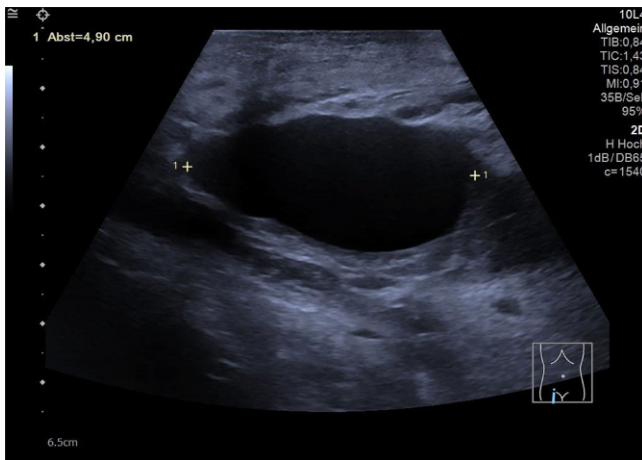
▲ Sonographie der rechten Leiste. Im B-Bild Darstellung einer ovalen echofreien Formation ventral der Arteria femoralis communis
